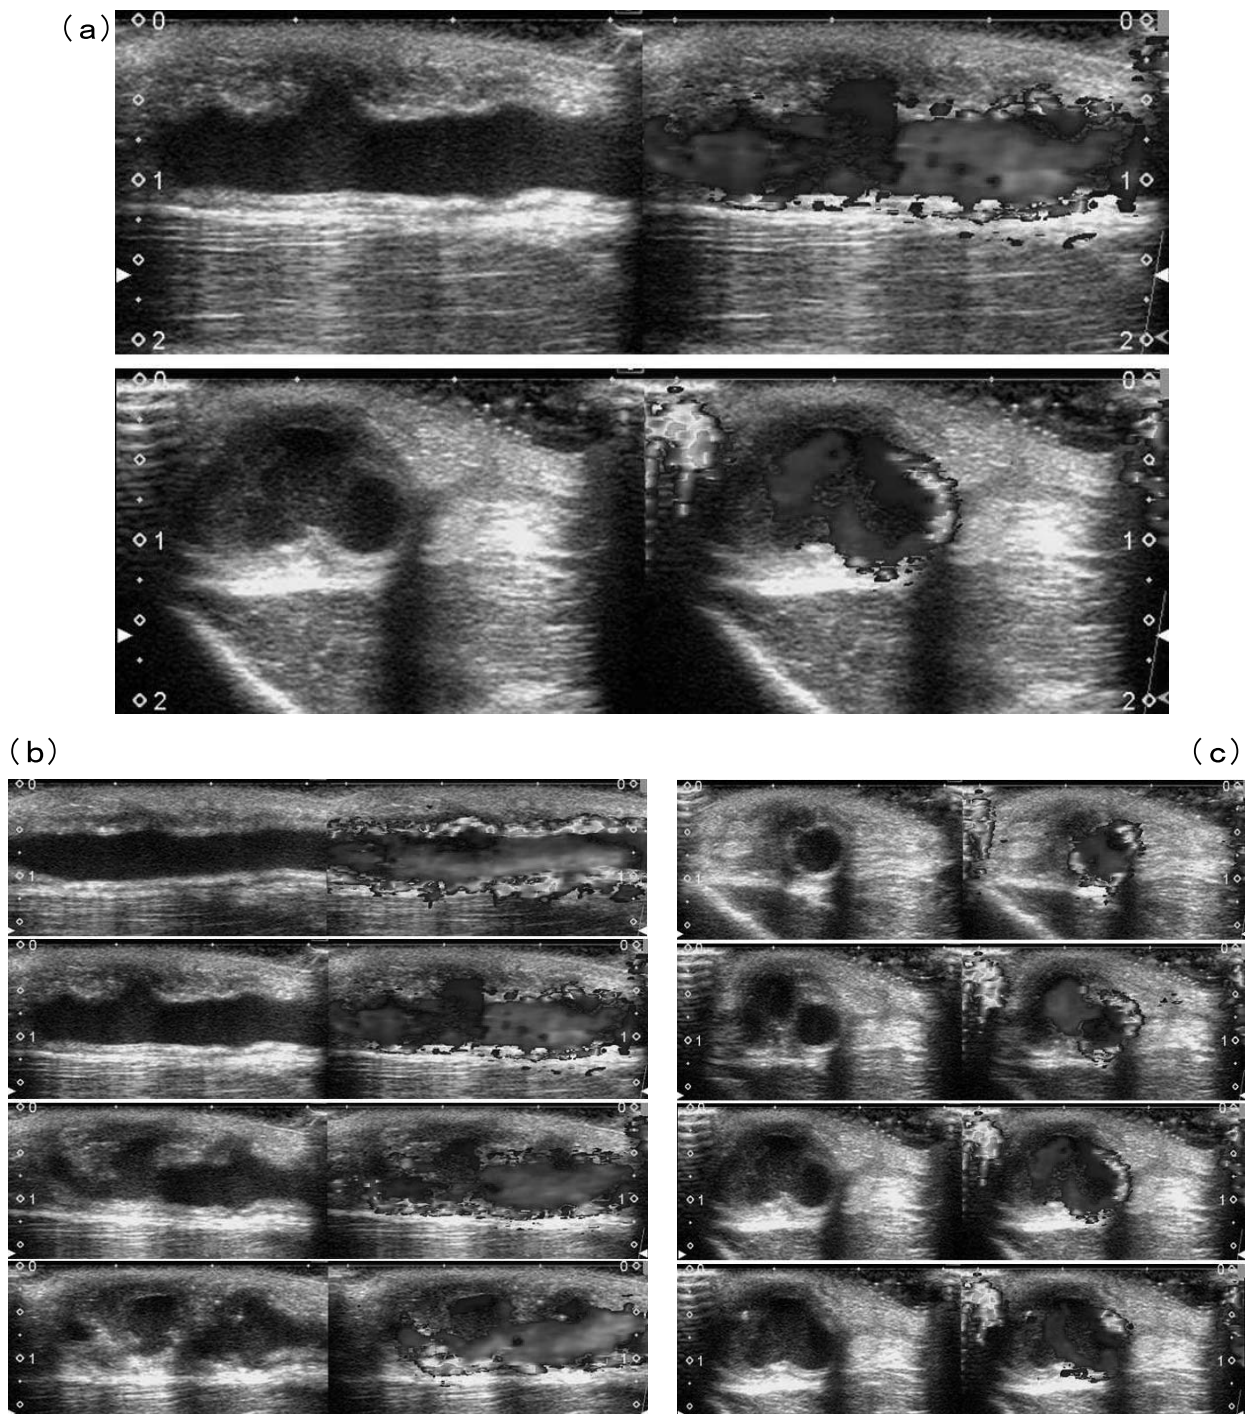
人工血管の一部が瘤状に膨らんできた症例3のVA超音波断層像
